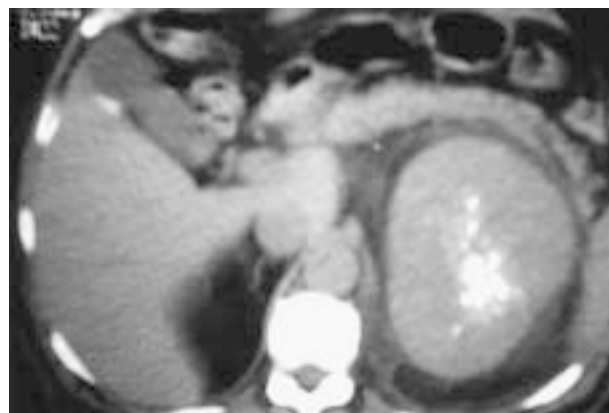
TAC abdominal simple muestra lesión bien delimitada, izquierda, de características sólidas y calcificaciones centrales.
